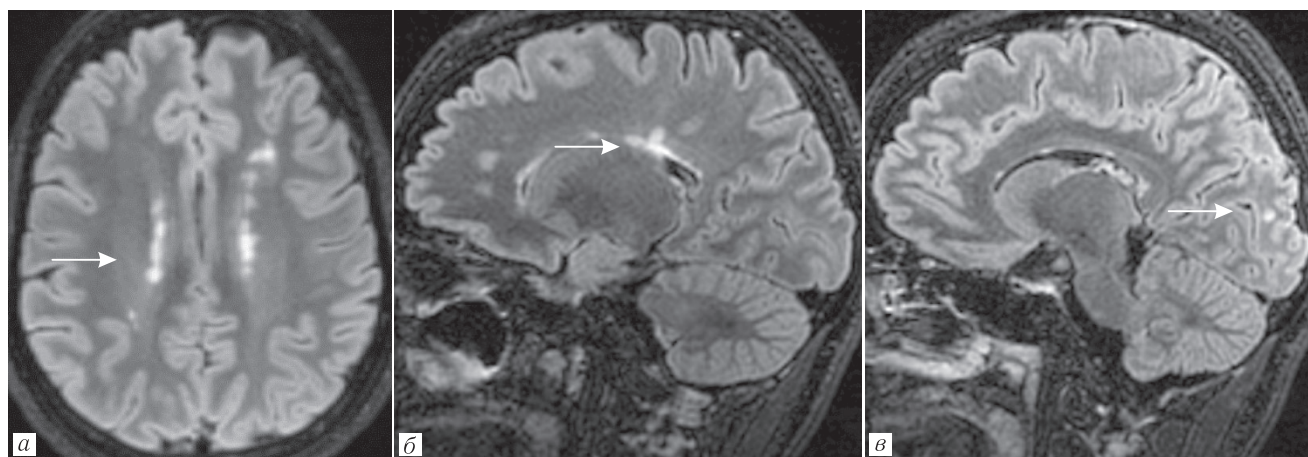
Пациентка М., 35 лет. На T2 FLAIR отмечены множественные очаговые изменения T2-сигнала перивентрикулярного (аксиальное изображение на рис. а), характерные для демиелинизирующего заболевания вытянутые по форме очаги «пальцы Доусона» (б), а также юстакортикального расположения (на изображении в в лобной доле и стыке теменной и затылочной долей)
